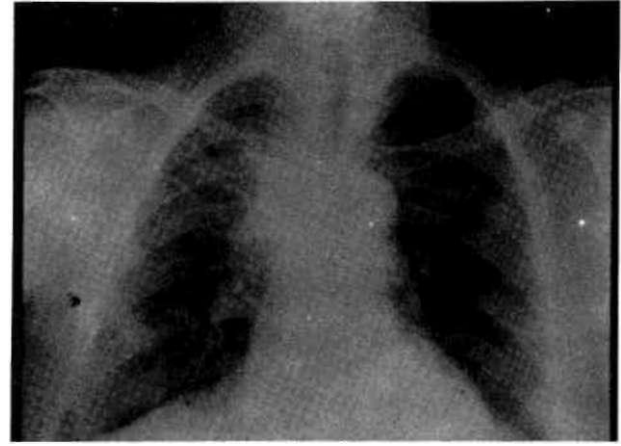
Akciğer grafisinde sağ hilus kitle. Hilus boyutları artmış.
